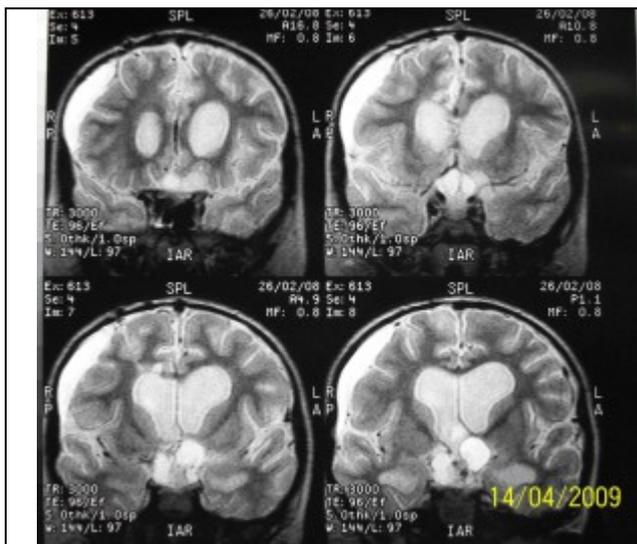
ЯМР-томография ребенка, выполненная через 4 месяца после первой операции
